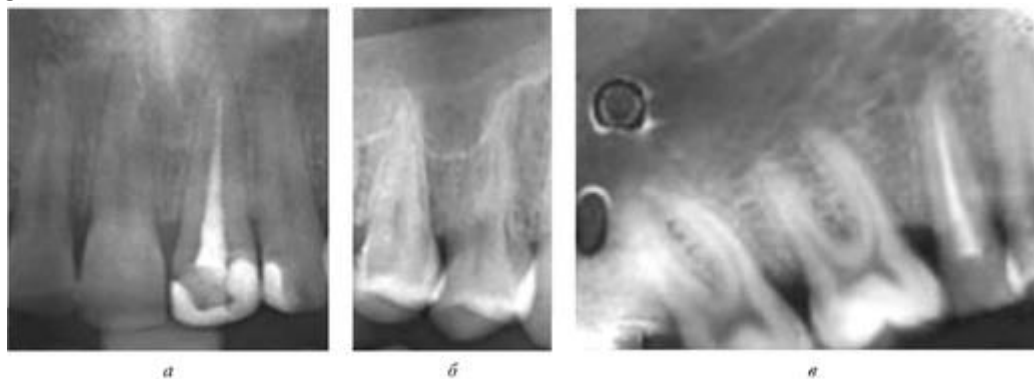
Прицельные рентгенограммы зубов верхней челюсти: *а* - рентгенограмма резцов; *б* - рентгенограмма премоляров; *в* - рентгенограмма моляров
